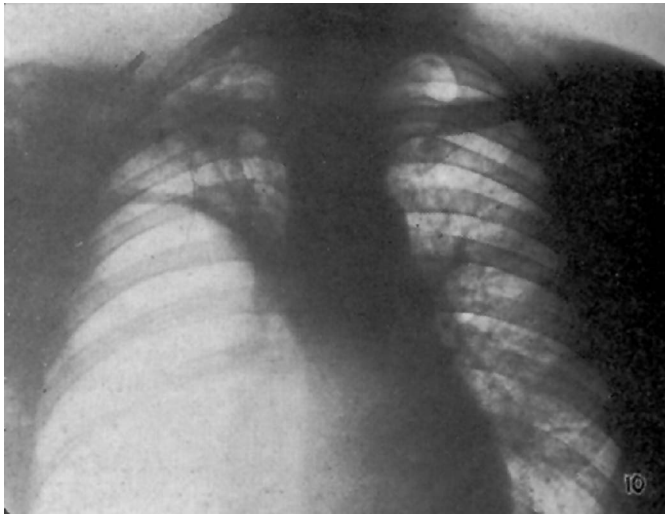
Röntgenbild des Thorax, welches die Adhäsionen zum Zwerchfell vor der Elektrokaustik zeigt (aus Referenz [31]).
